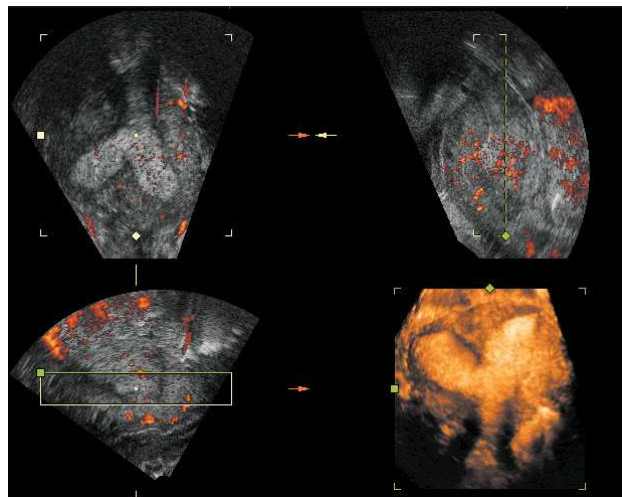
La imagen muestra un útero septo. En la imagen superior derecha se observa el corte longitudinal, la inferior izquierda muestra el corte transversal y la superior izquierda el plano coronal. La imagen frontal está reconstruida basándose en los datos del volumen. Es imposible conseguir una visión coronal de una ecografía convencional 2D.
